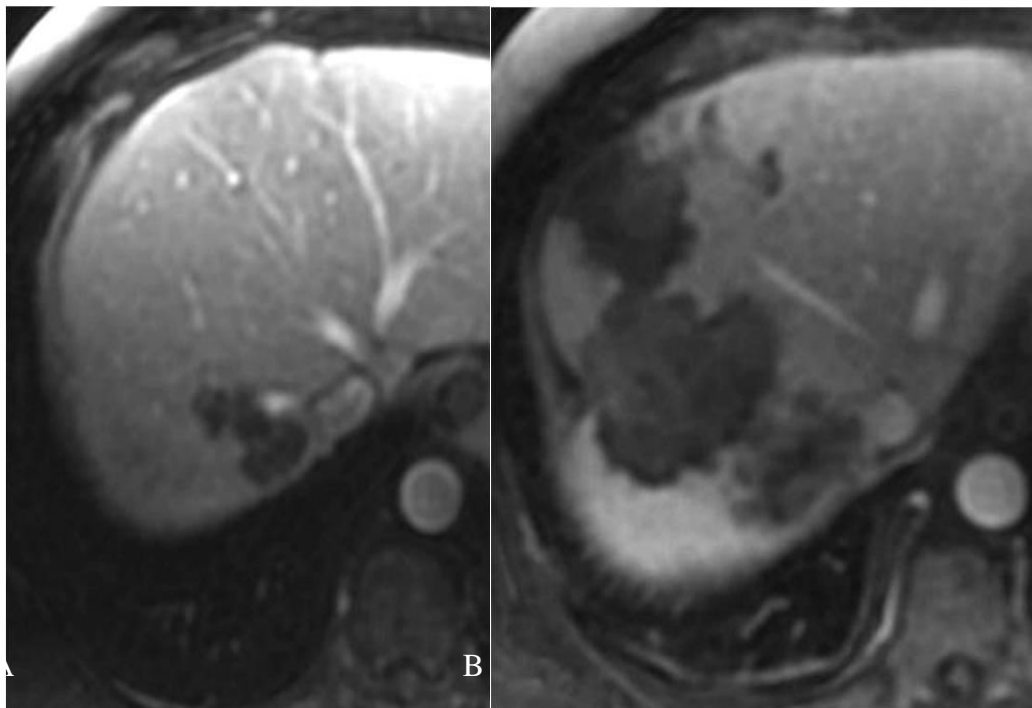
Paciente que apresentou aumento do CDA após ablação incompleta. RM: A. Pré-ARF; B. Pós-ARF
